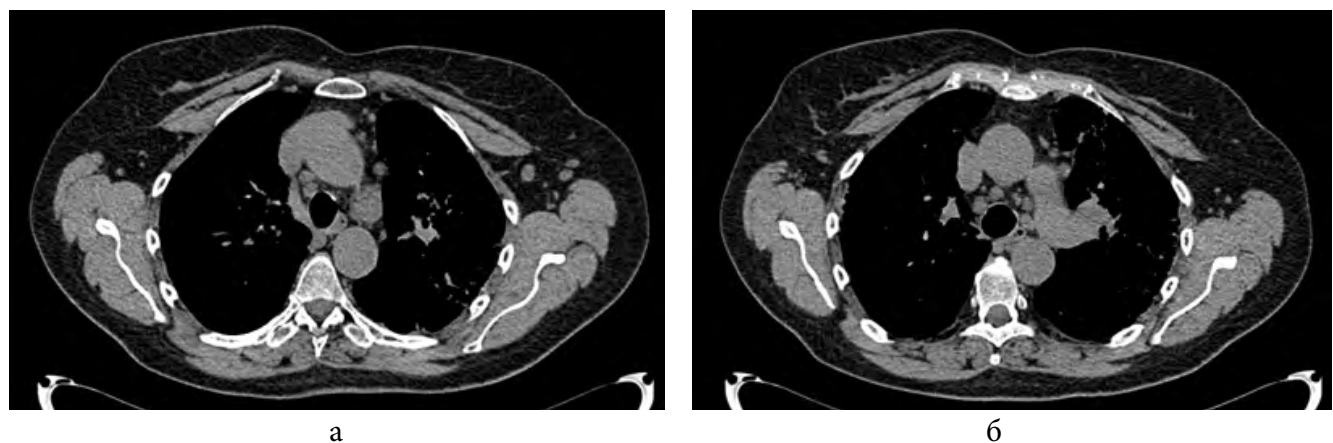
МСКТ ОГП, аксиальные срезы на разных уровнях (а, б), признаки количественной гиперплазии лимфоузлов средостения.
